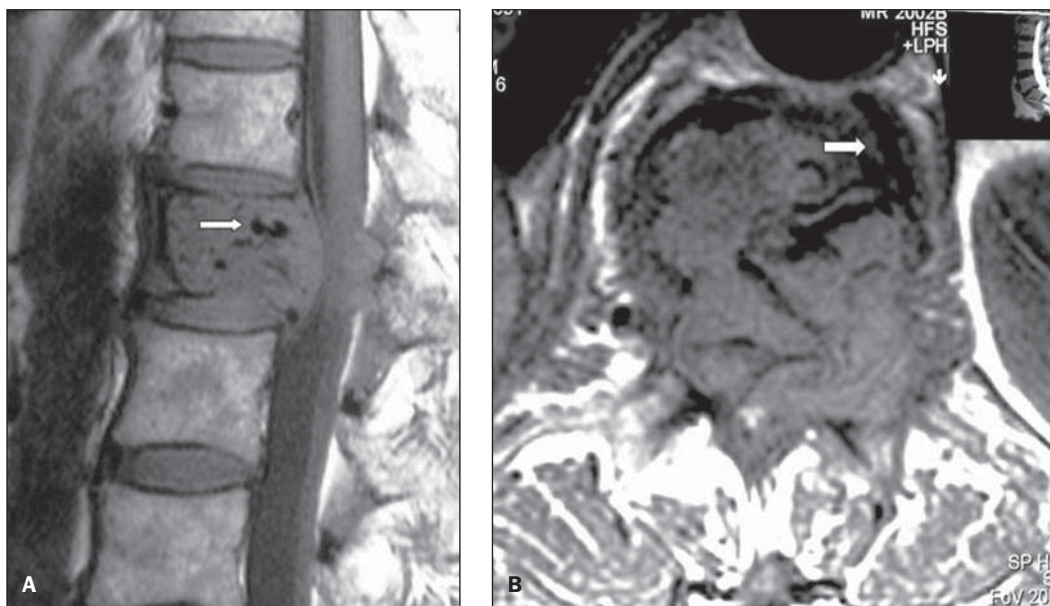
A: RM no plano sagital ponderada em T1 da coluna lombar de um paciente masculino de 69 anos de idade evidenciando lesão hipointensa na vértebra L1, com imagens tubulares sugestivas de vasos no interior (seta). B: RM no plano axial ponderada em T1 evidenciando presença de vaso calibroso no interior da lesão e na sua periferia (seta).
